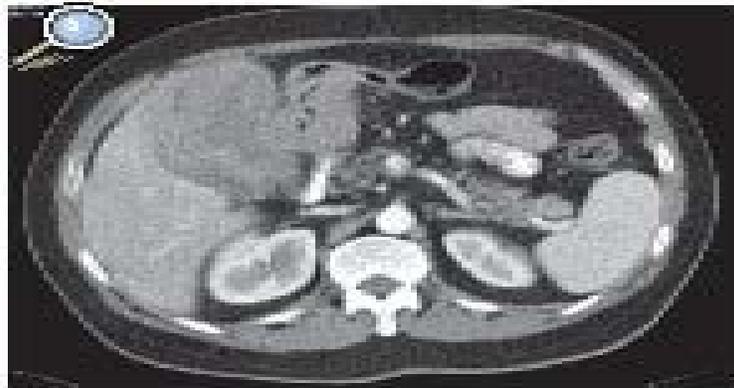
Tumor de colon ascendente de más menos 8-10 cm sólido con áreas de necrosis (TAC). Señalada por una flecha.
